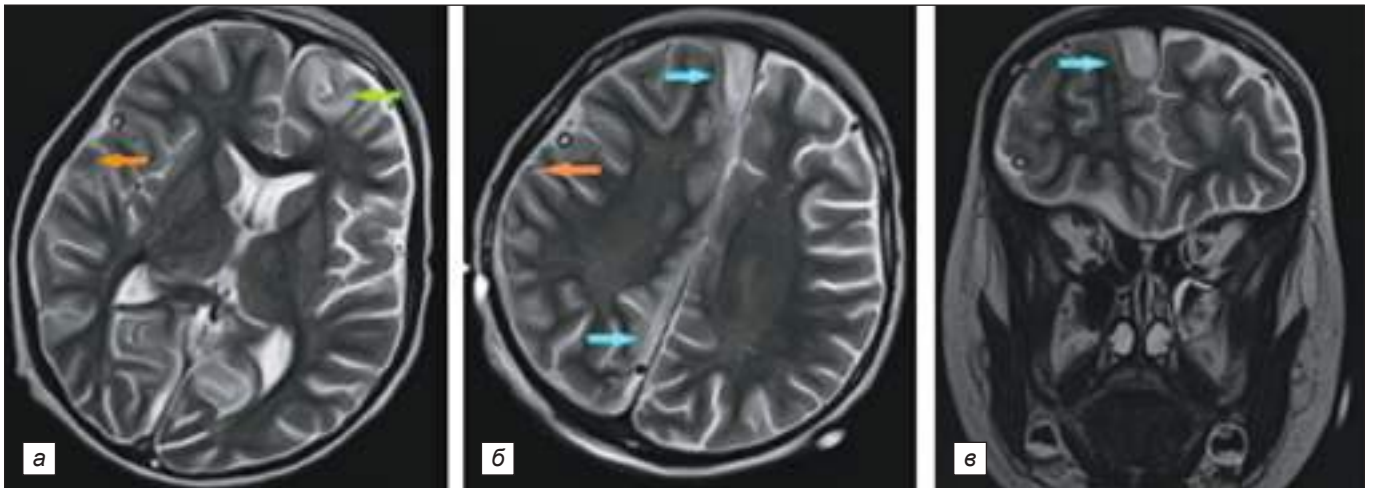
МРТ головы пациента М., 6 лет, после 2-й операции: *a* – субдуральная эмпиема справа над латеральными отделами правого полушария регрессировала (оранжевая стрелка); абсцесс левой лобной доли эвакуирован (зелёная стрелка); *б, в* – регресс эмпиемы в задних отделах межполушарной щели при сохраняющейся эмпиеме в передних отделах межполушарной щели (голубые стрелки).
